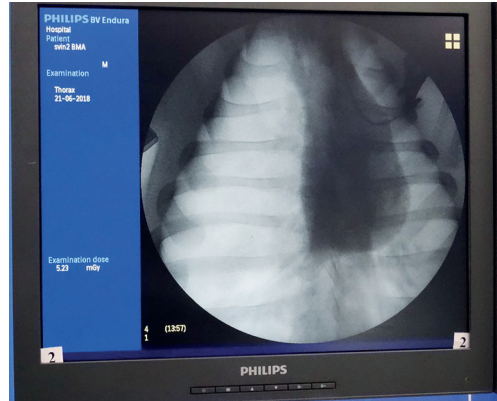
Рентгенограмма груди. Напряженный пневмоторакс, средостение смещено влево
